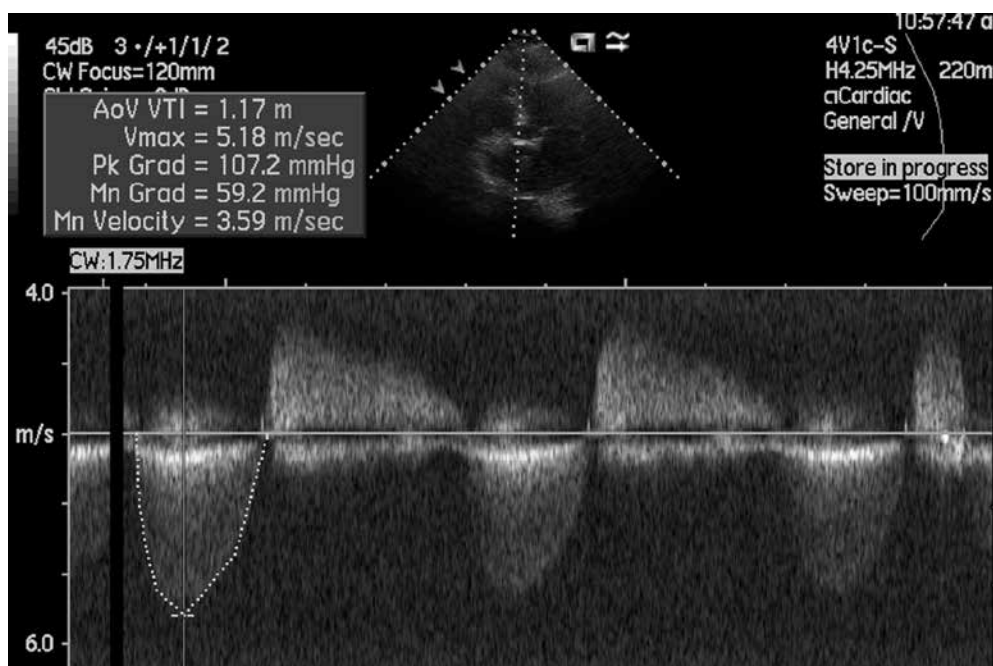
Badanie echokardiograficzne przezklatkowe pacjenta 1. Projekcja koniuszkowa pięciojamowa. Ocena przepływu przez zastawkę aortalną
